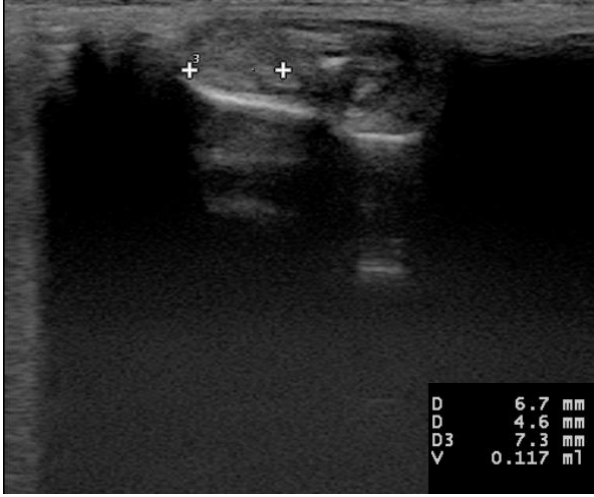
Grup K1 Postoperatif 1. Gün USG
